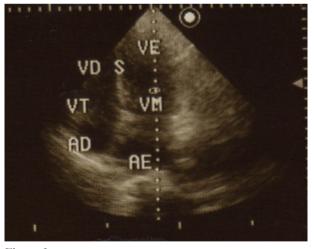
Ecocardiograma mostrando hipertrofia concêntrica moderada das paredes de VE, com ecogenicidade aumentada devido envolvimento por amiloidose. Septo cardíaco 2,17cm (0,7-1,1) e parede posterior 1,79cm (0,7-1,1).
